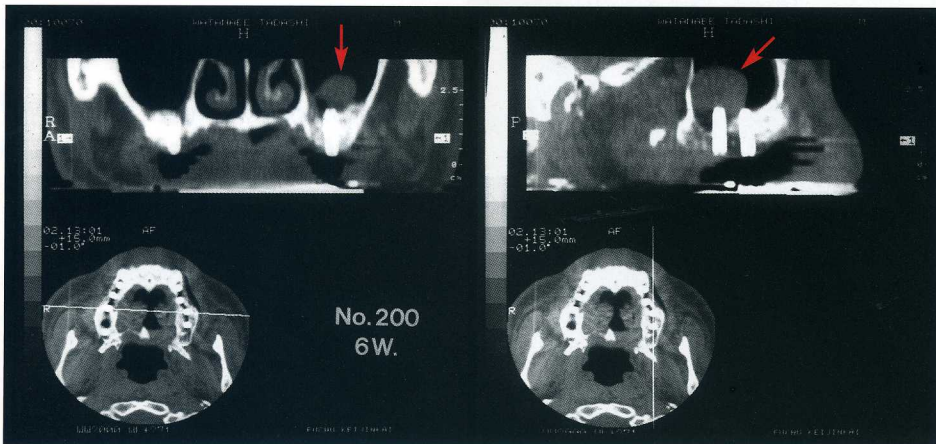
術後6週の短期内撮影CT画像。左側上顎洞に約15mm大、球状の嚢胞型肥厚像を認めた(矢印)。
